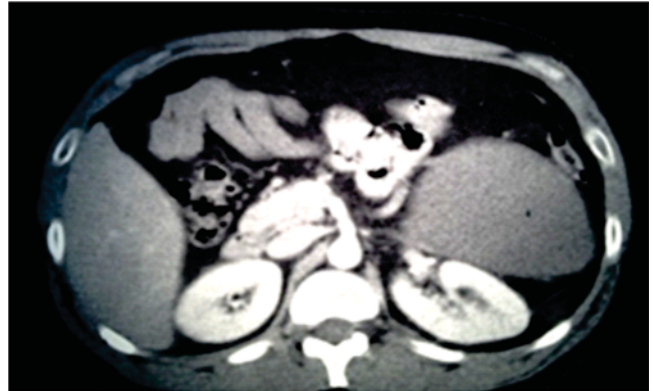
Tomografía axial computarizada que demuestra imagen quística dependiente de mesenterio.
